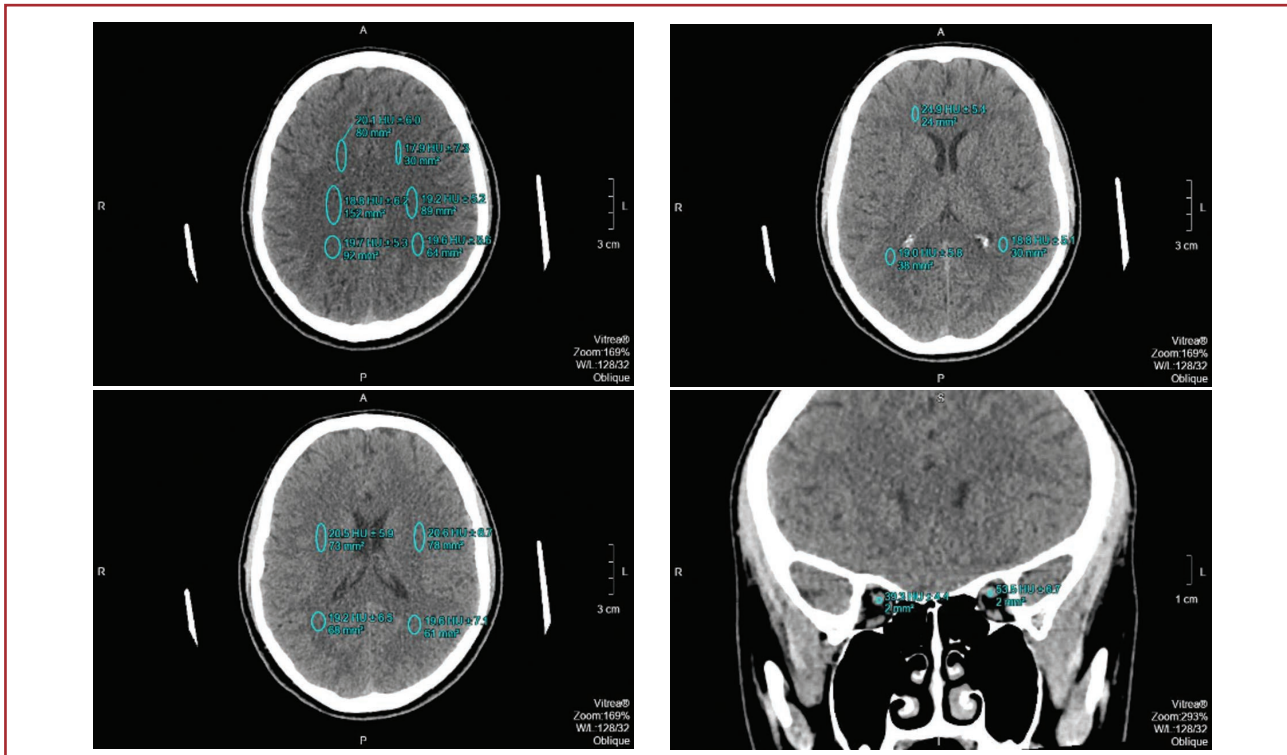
КТ головного мозку
